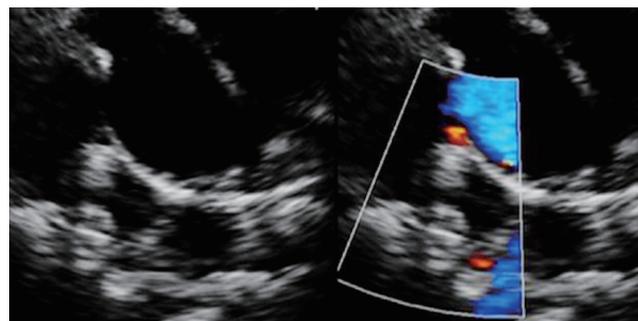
术后1个月复查超声心动图示封堵器周围未见明显分流
